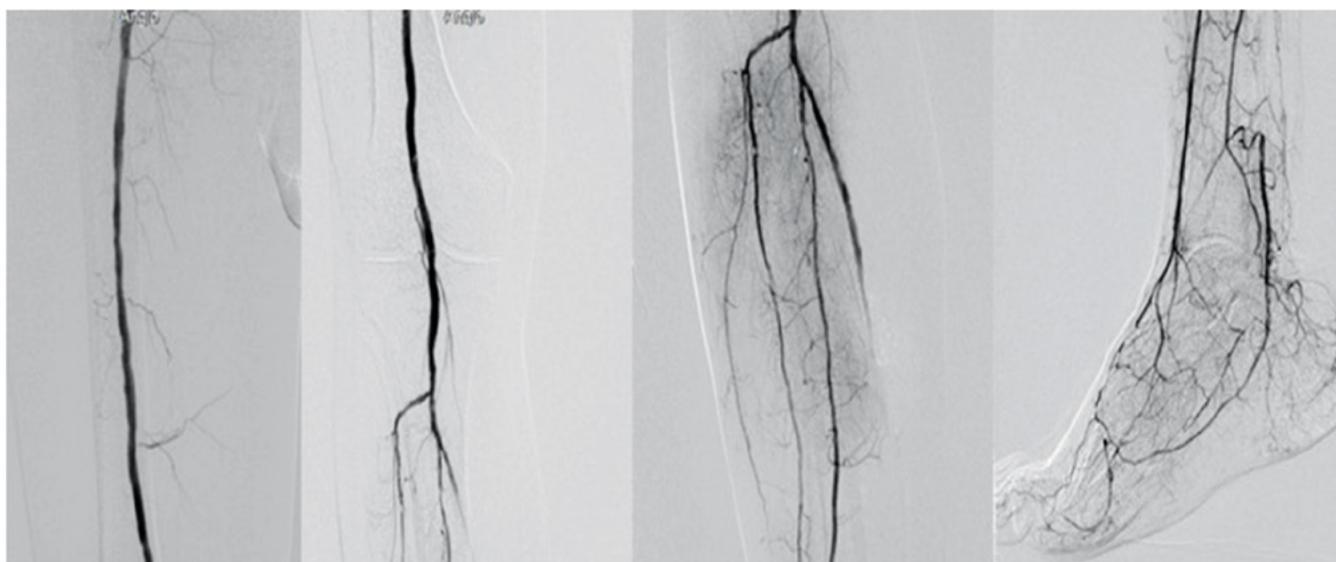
Ангиограммы после рентгенэндоваскулярного вмешательства: восстановлен магистральный антеградный кровоток до пальцевых артерий
